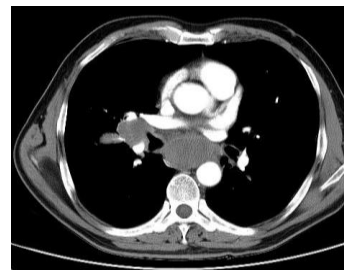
增强 CT 横断位示后纵隔肿物伴右侧肺门淋巴结转移
